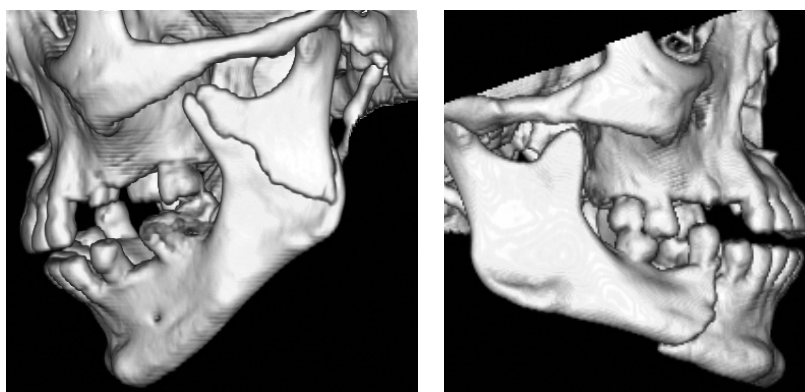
Компьютерная томограмма пациента Г., 37 лет. Двусторонний перелом нижней челюсти в области 44, 45 зубов, ветви с переходом на венечный отросток слева со смещением.
